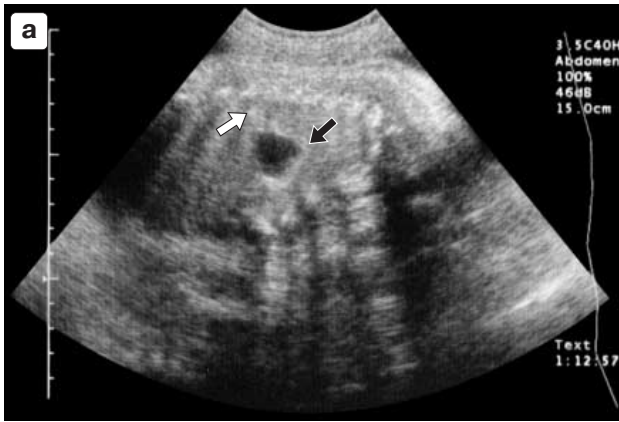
а – эхограмма плода с бронхогенной кистой нижней доли правого легкого. Киста (черная стрелка) в проекции 8–12 легочных сегментов, непосредственно на диафрагмальной поверхности (белая стрелка; б – МРТ этого же плода. Стрелкой отмечена киста, примыкающая к диафрагме; в – УЗИ этого же новорожденного (2 сут жизни) из правого переднего подреберного доступа. В нижней доле правого легкого – киста, непосредственно примыкающая к диафрагме; г – рентгенограмма того же новорожденного (4 сут жизни). В проекции нижней доли правого легкого над диафрагмой участок понижения прозрачности паренхимы легкого без четких контуров.
